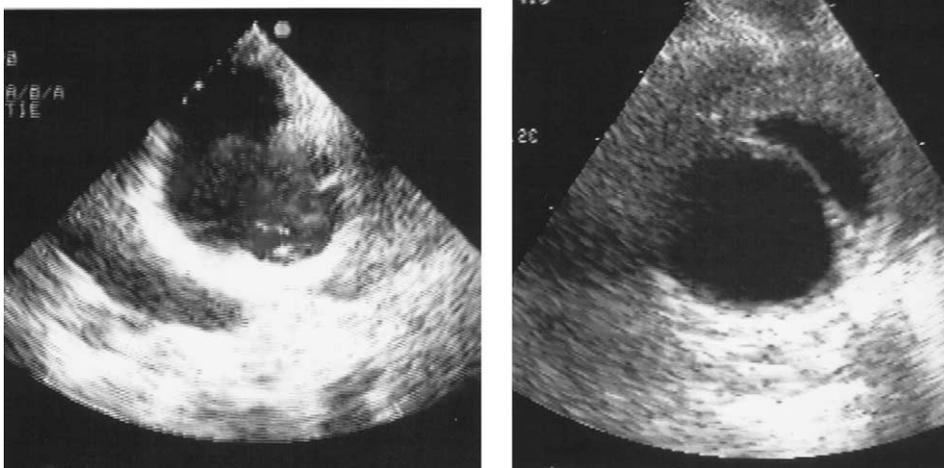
Différents aspects de faux anévrismes traumatiques de la région isthmique en échographie transœsophagienne.
